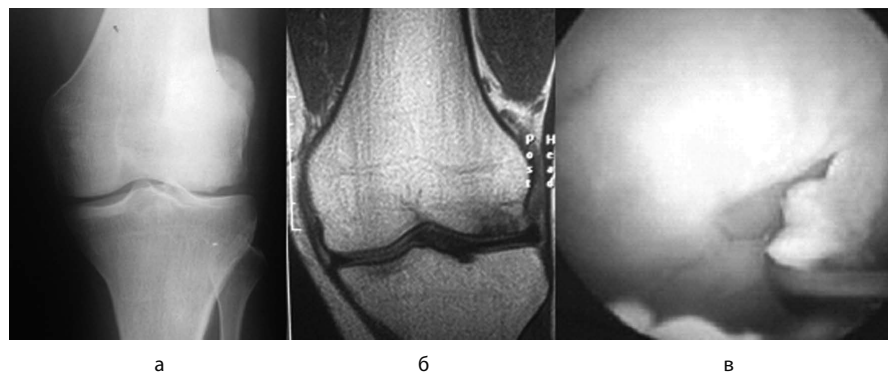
Первый этап оперативного лечения – определение локализации и размеров хрящевого дефекта: а – рентгенография, б – МРТ; в – артроскопия
